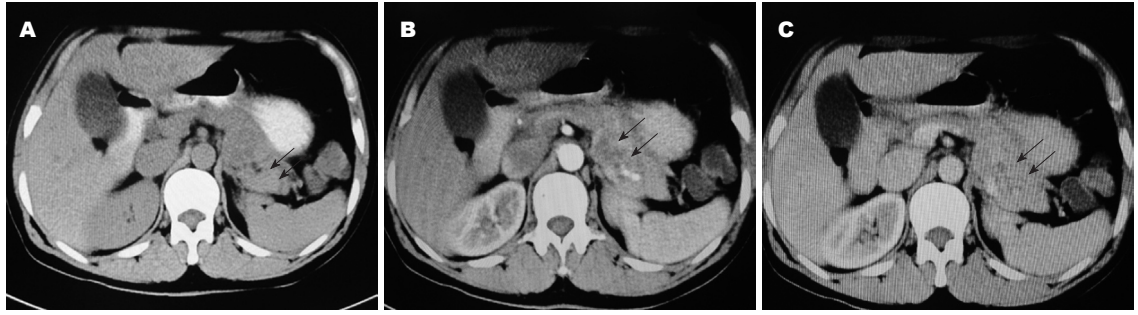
上腹CT平扫+增强。A: 下腹CT平扫胰腺尾部占位, 箭头所示胰腺尾部边缘清晰, 与正常胰腺组织密度接近, 内部密度不均匀的肿块; B: 下腹部增强CT动脉期胰腺占位, 箭头所示动脉期肿块不均匀增强, 明显高于正常胰腺组织; C: 下腹部增强CT静脉期胰腺占位, 箭头所示静脉期肿瘤组织与正常胰腺组织密度接近。
